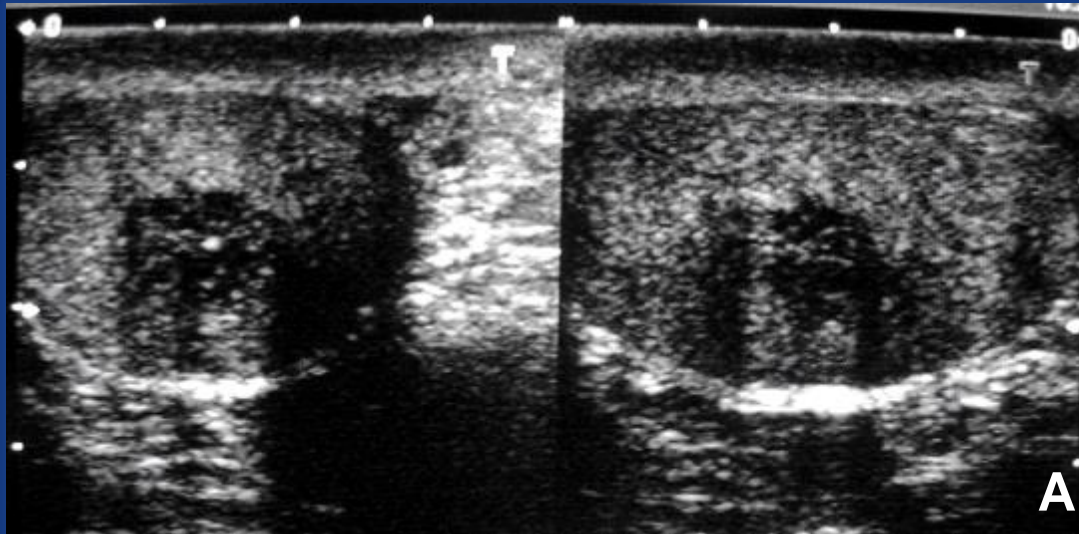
Figura A y B. Ecografía con Doppler color. En esto varón las masas hipoecoicas son bilaterales y periféricas. En B. Los vasos que penetran la lesión no cambian su curso o calibre.
